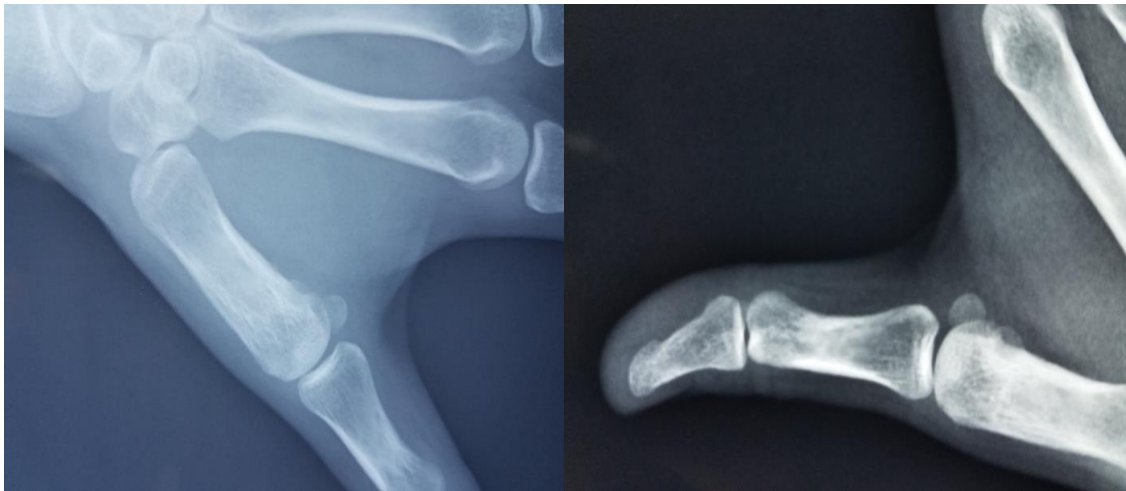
Radiographie standard du 1^{er} doigt de la main droite montrant une ostéocondensation du bord interne du métacarpe avec image lacunaire radio transparente
